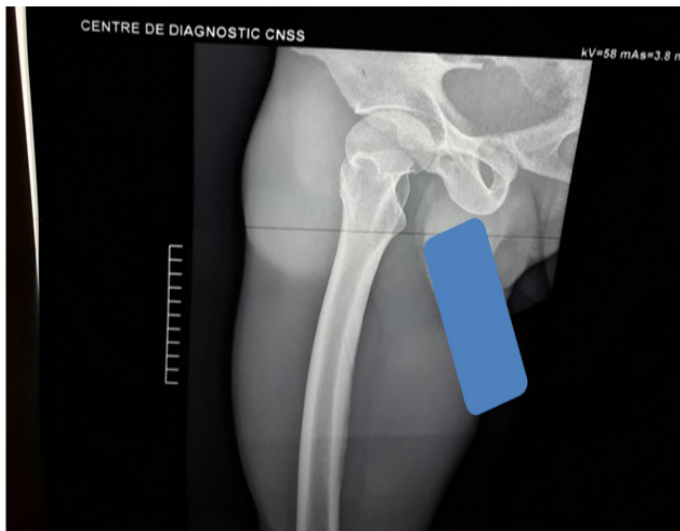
La radiographie du bassin face
